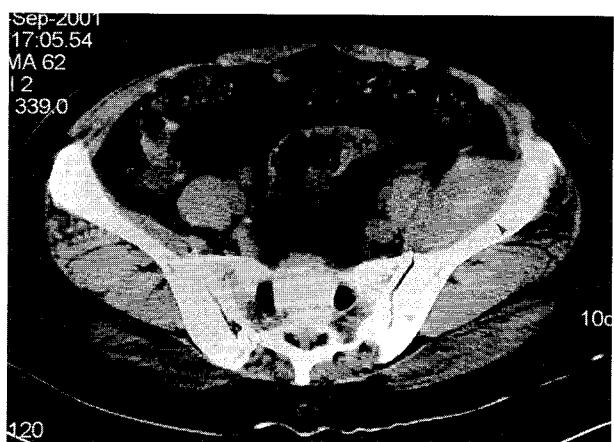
Computed tomography in pelvis finding appeared diffuse swelling of iliopsoas muscle consisted with multiple irregular high and low density foci. These findings can be seen in acute to subacute hematoma in the muscles.
